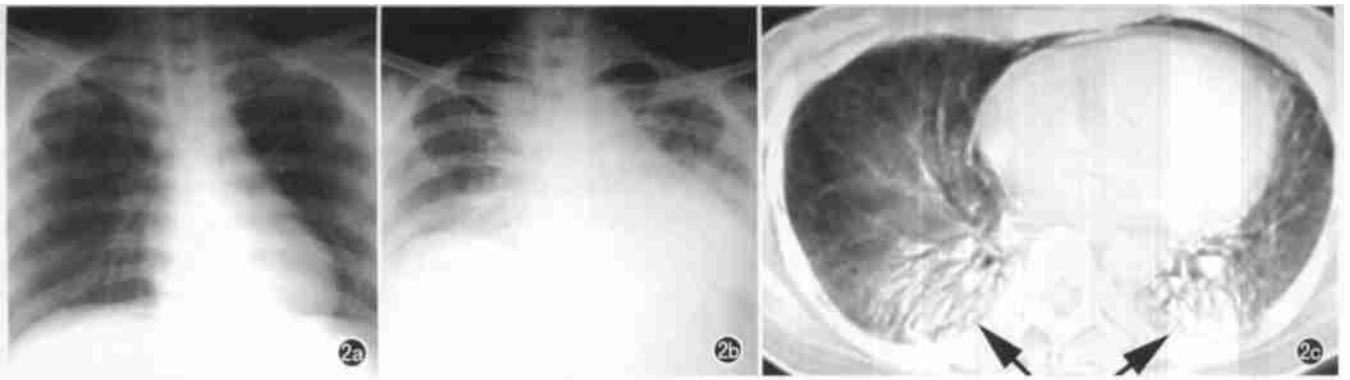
女, 25岁, 口服百草枯约 30ml。a) 第 4d 胸片两肺未见明显异常; b) 第 16d 胸片显示两肺含气差、肺纹理模糊, 两下肺可见片絮状阴影; c) 第 26d 常规 CT 显示两下肺磨玻璃影及实变影(箭)。
